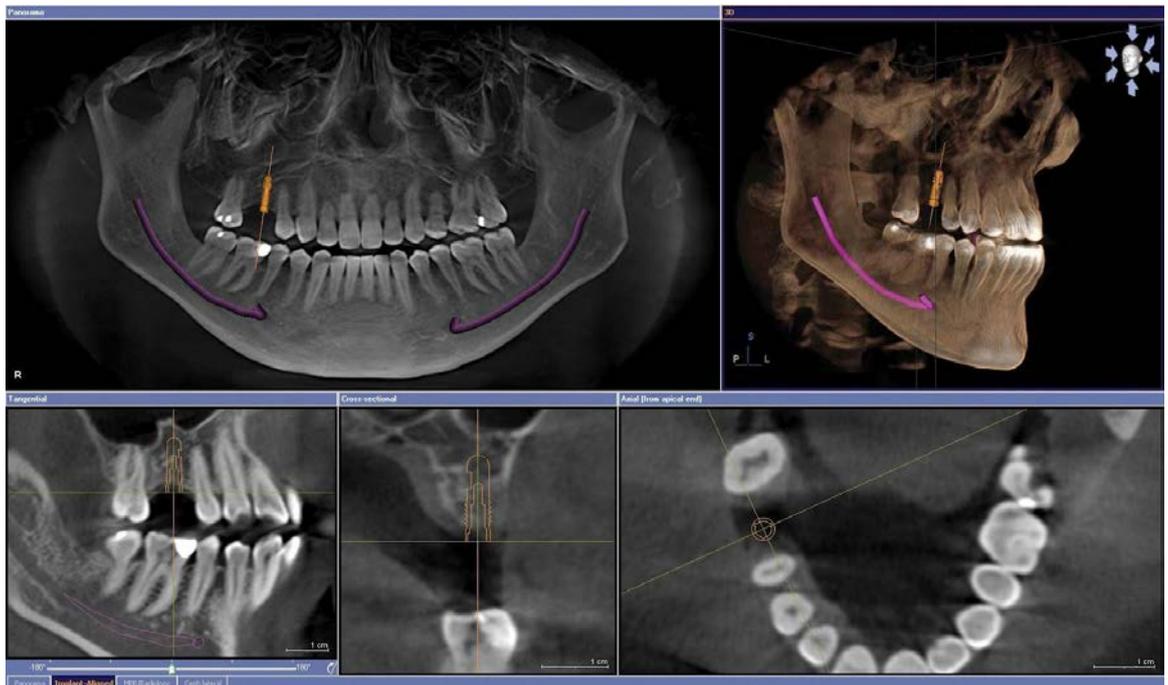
Tomografía Cone Beam.¹⁵
